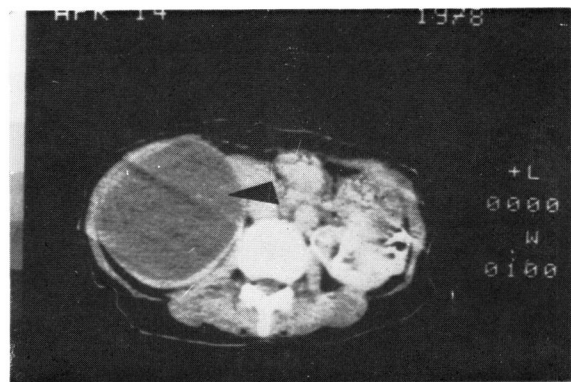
(症例 5) CT enhancement (+)
